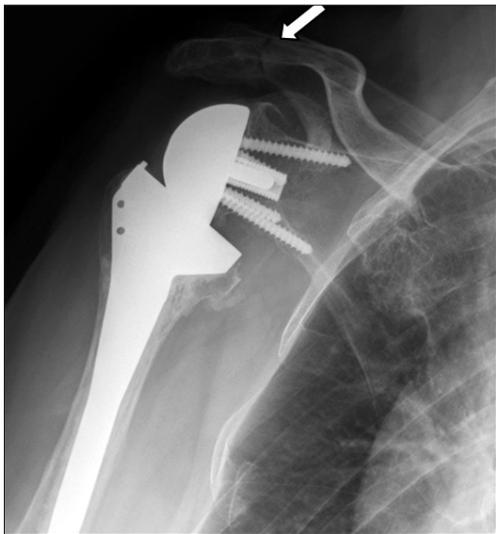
The radiograph taken 4 months after surgery shows acromial fatigue fracture.
